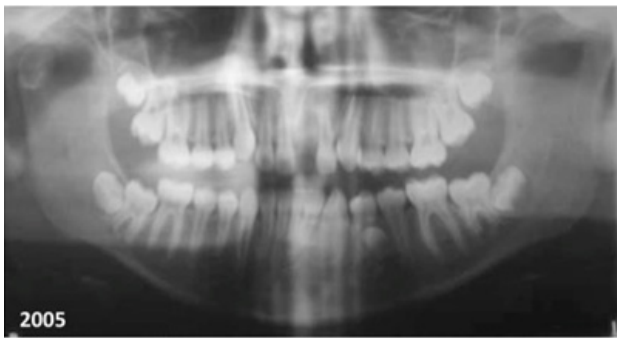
Caso 8: Radiografía panorámica inicial en la que se observa fractura del cuello del cóndilo derecho alta desplazada. Radiografía a los dos años de seguimiento con anatomía normal.
